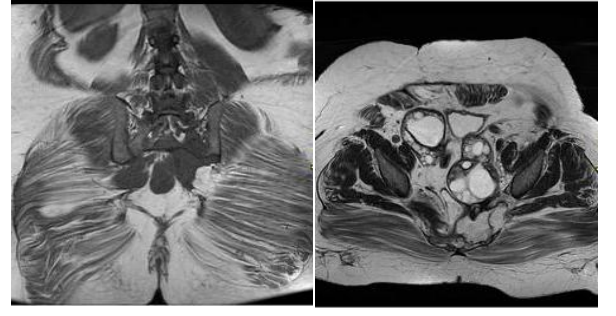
b .Abdominal BT 'de bilateral ovarian lojlarda ve rektum sol lateral kesiminde kistik lezyonlar izlenmekte. Ayrıca sakrum sol lateral kesiminde ve iliak kanatta da lezyon dikkati çekmekte
